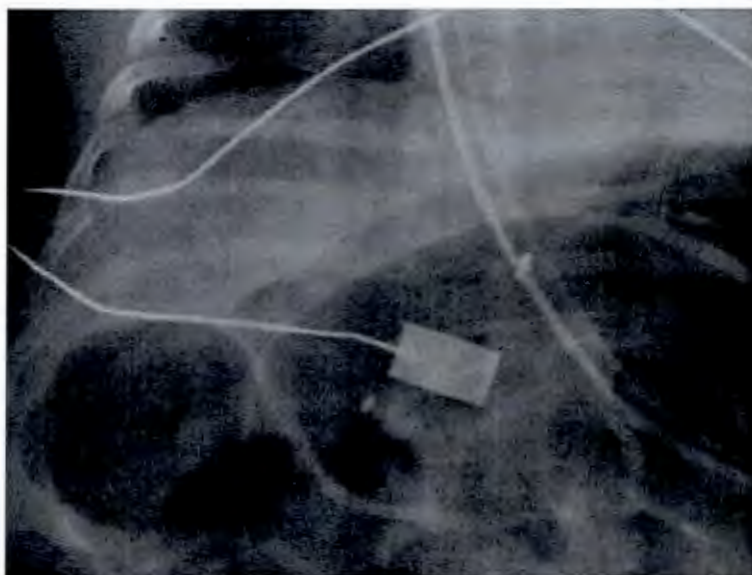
Acercamiento al hígado en la radiografía anteroposterior de abdomen.
